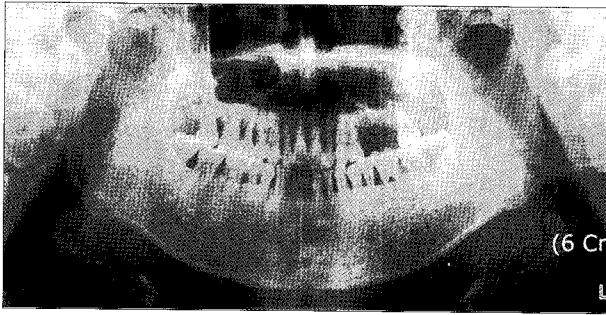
Panoramic radiograph of the case 2 patient after the second operation. Hazziness of left maxillary sinus is seen.
